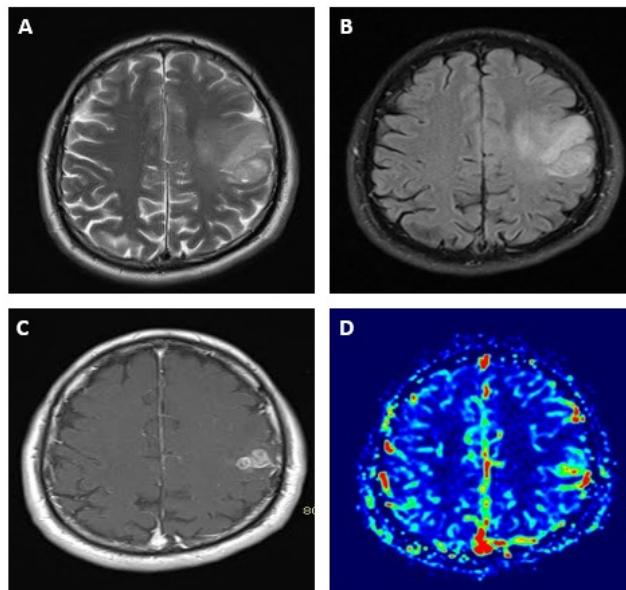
Secuencias en resonancia de lesión intracerebral. A, Secuencia T2 donde se evidencia lesión frontoparietal izquierda hiperintensa. B, Secuencia FLAIR, lesión hiperintensa. C, Se observa una captación importante al medio de contraste. D, Se insinúa leve aumento en la secuencia de perfusión. Nótese que es una lesión más infiltrante que las vistas anteriormente, con un realce más marcado al medio de contraste, por lo que fue compatible con un astrocitoma grado 3 (anaplásico). Tomada de archivo con consentimiento del paciente.
